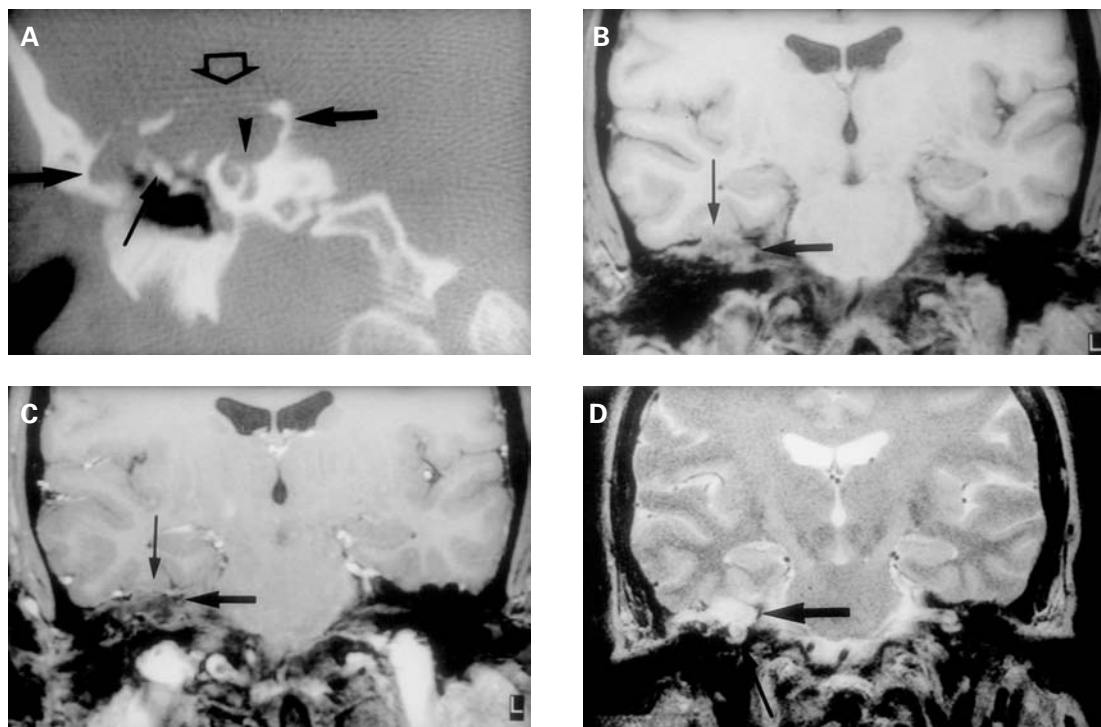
Colesteatoma congénito en la región anterosuperior del peñasco. A: TCAR coronal. La lesión se extiende desde el ático hasta la punta del peñasco (flechas gruesas). Erosiona el margen superior de la vuelta media de la cóclea (punta de flecha) y el tegmen timpani (flecha vacía). La cabeza del martillo está levemente erosionada (flecha fina). B y C: RM T₁ coronal antes y después de la administración de contraste. El colesteatoma (flecha gruesa) tiene señal intermedia y no se refuerza. La extensión intracraneal se manifiesta por la impronta de la lesión sobre la circunvolución temporal suprayacente (flecha fina). La situación extradural se define por la presencia de refuerzo meníngeo entre la lesión y la circunvolución en C. D: RM T₂ coronal: El colesteatoma es hiperintenso en T₂. En la TC se detecta la afectación de la cóclea ósea. Aquí se evidencia la normalidad de la cóclea membranosa (flecha fina).
